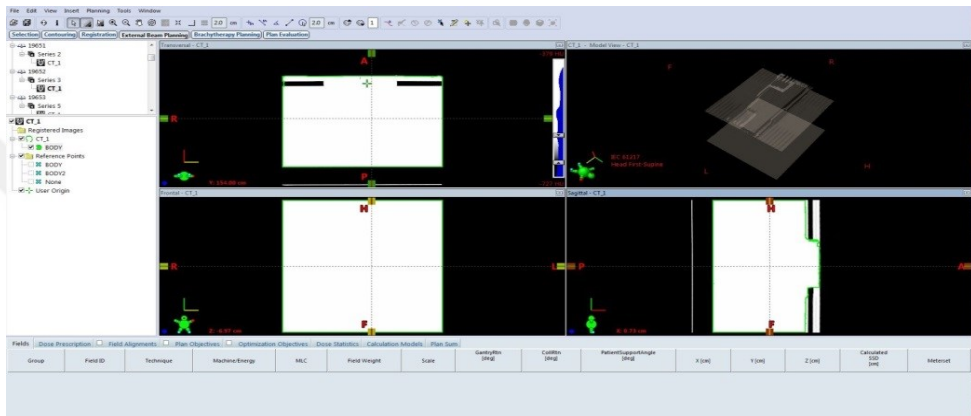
Doku fantom (RW3 fantom), TPS'e yüklenen BT dataları
